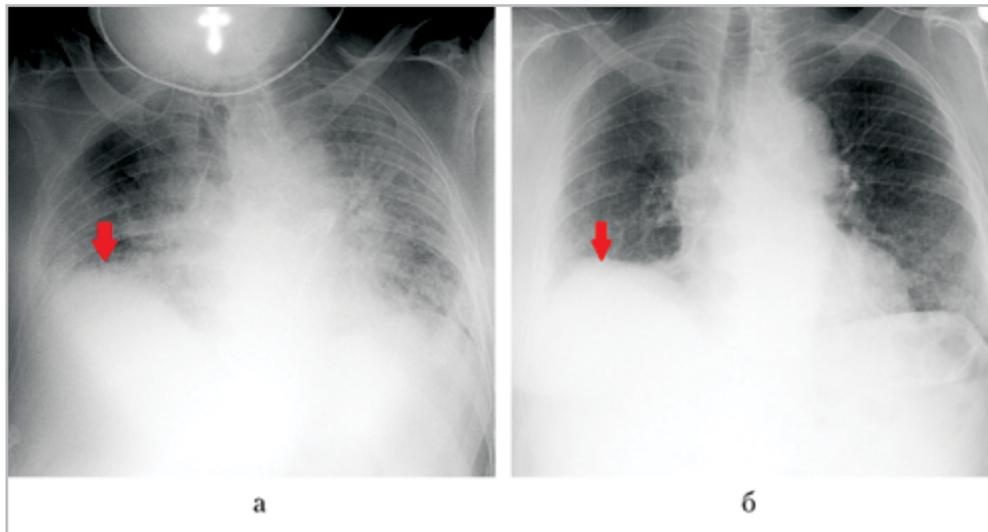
Рентгенограммы органов грудной клетки в прямой проекции лежа. Лобэктомия верхней доли правого легкого. Правосторонний гидроторакс (*а*) (стрелка). На контрольной рентгенограмме отмечается положительная динамика: количество жидкости уменьшилось, правый реберно-диафрагмальный синус и купол диафрагмы четко визуализируются (*б*) (стрелка)
